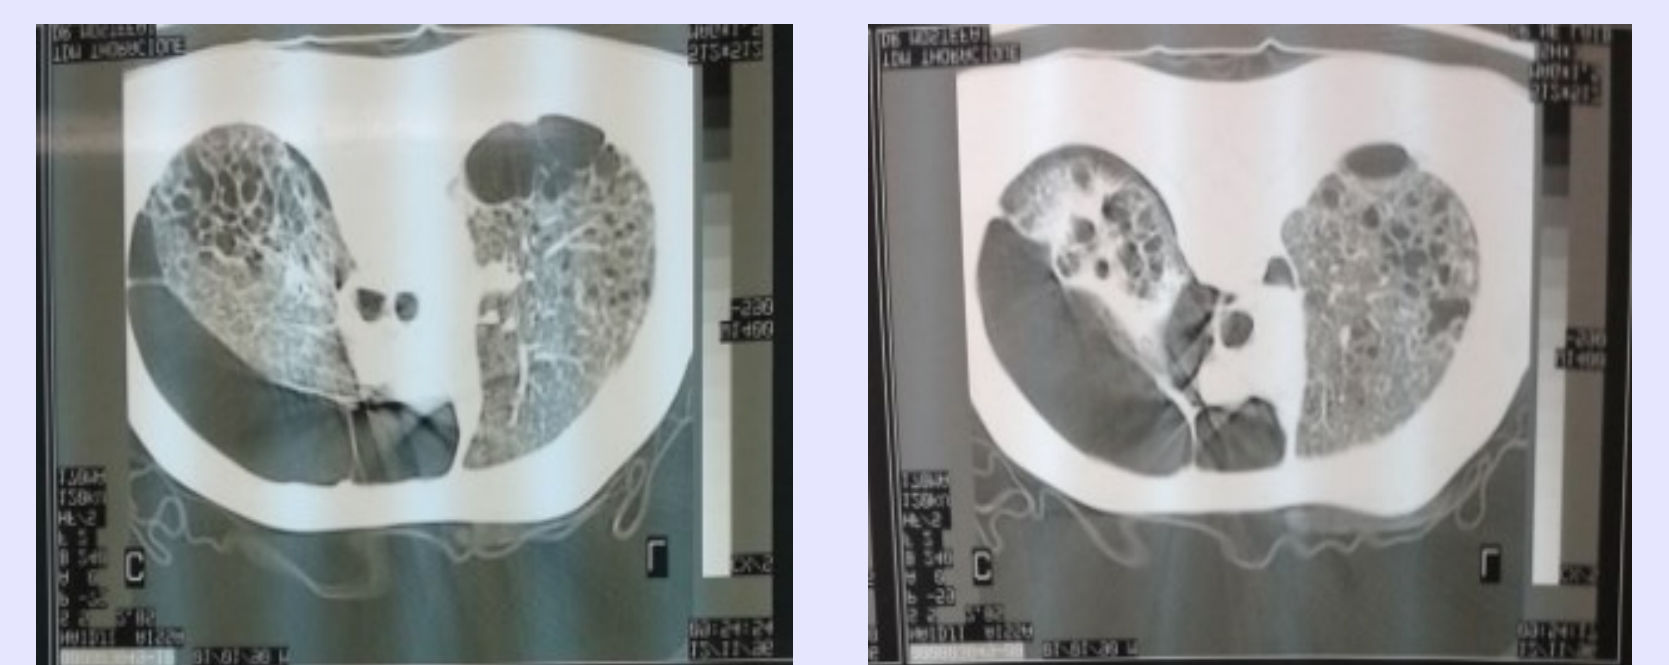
TDM thoracique lésions bulleuses kystiques bilatérales
